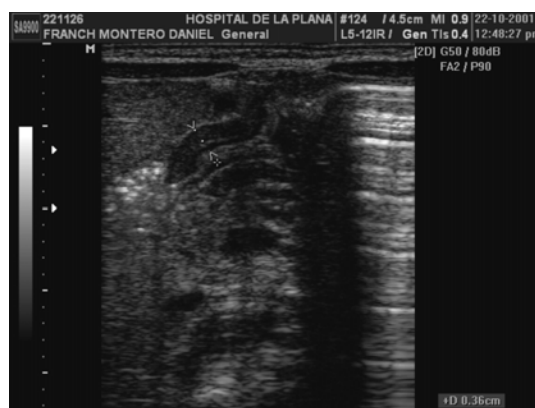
ECOGRAFIA Pseudoengrosamiento por espasmo pilórico.
